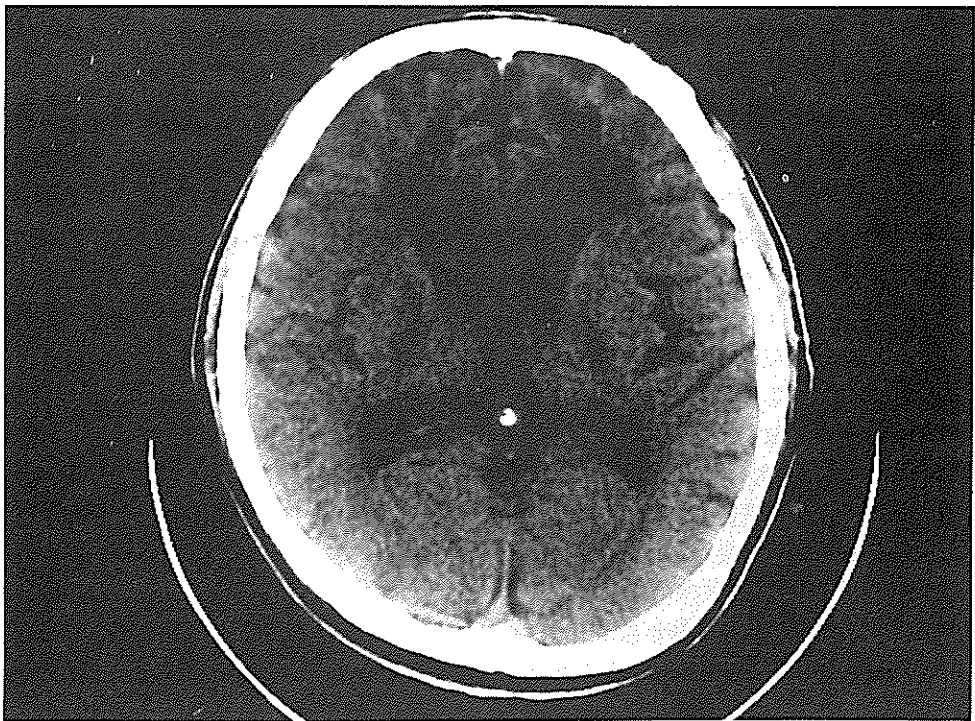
CT scan at consultation reveals mild enlargement of the lateral ventricles and areas of low density in the frontal area bilaterally.
